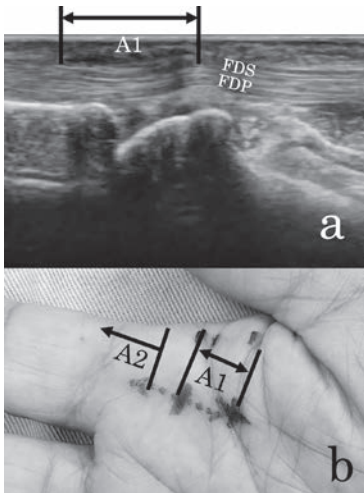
右示指ばね指の症例。a: 超音波長軸像, b: マーキングの様子。長軸像でA1 腱鞘およびA2 腱鞘の範囲を同定し、マーキングを行う。
